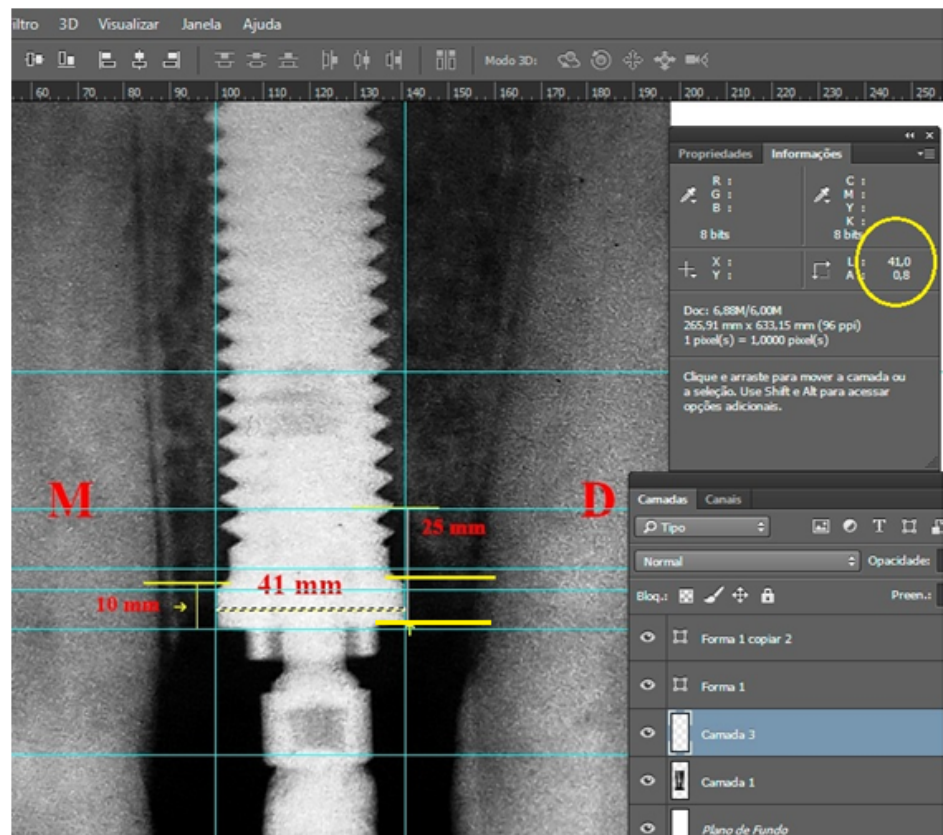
Estandarización de las radiografías periapicales con el programa Adobe Photoshop CC (California-EEUU). Plataforma del implante 4.1 mm. A, Altura da cresta ósea remaneciente por mesial y D, distal.
